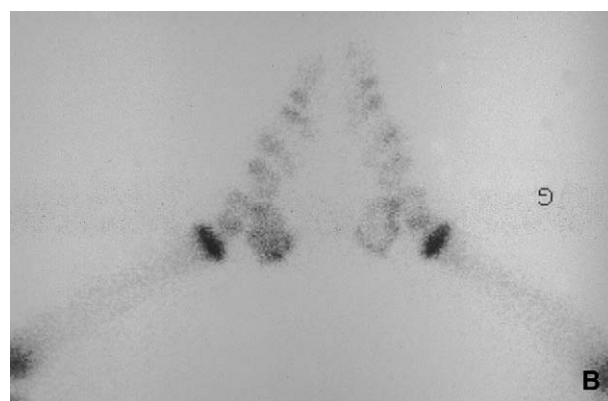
Ostéomyélite du calcaneus, visible sous la forme d'une ostéolyse sur l'incidence rétrotibiale (A). Aspect d'hyperfixation ponctuelle en scintigraphie (B).
